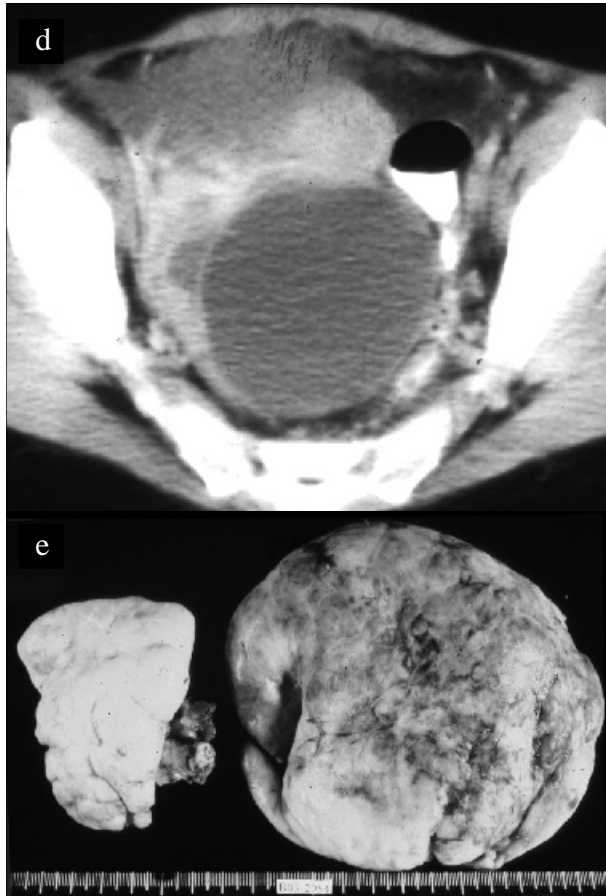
d) TC lesões expansivas mistas nos ovários , e) aspecto macroscópico de peça operatória ooforectomia bilateral.
